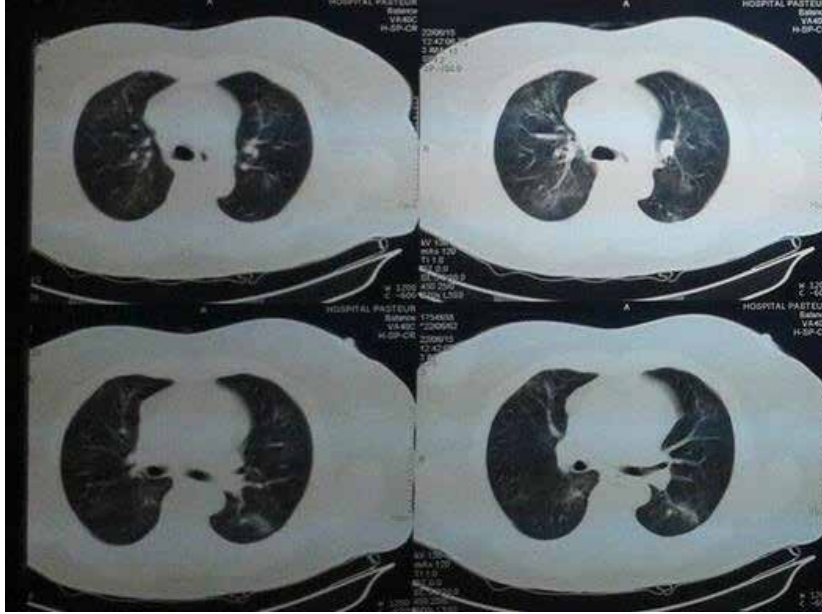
Caso clínico 2: TAC tórax control post bolo de Ciclofosfamida con franca mejoría imagenológica
